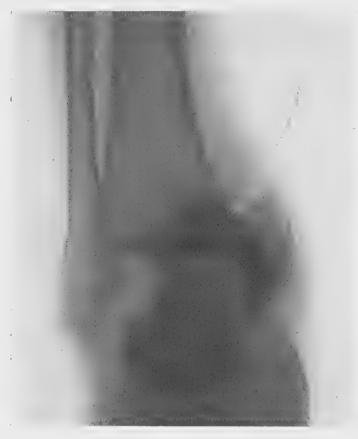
Radiographie de face de la fracture de l'observation I.
